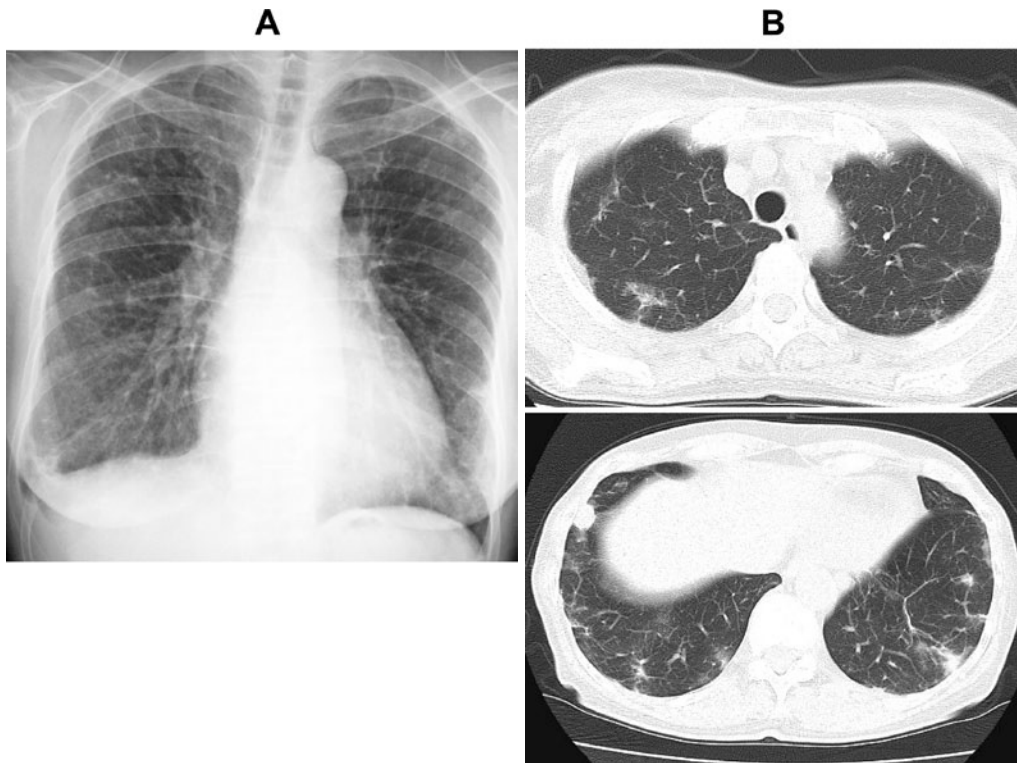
(A) Chest radiograph at previous hospital showing nodular and ground-glass shadows in both lung fields. (B) Chest CT scan at previous hospital showing ground-glass opacity and nodular shadows in both lung fields.
